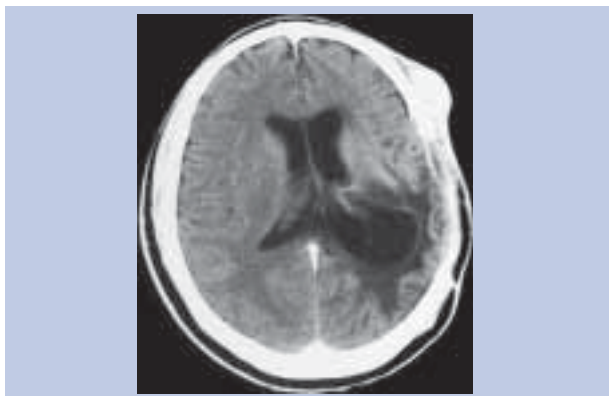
Tomografia crânio-encefálica, imagem axial com evidência de lesão expansiva das partes moles epicranianas da região fronto-parietal direita, com invasão do retalho ósseo subjacente e sem sinais de recidiva tumoral intra-axial.
